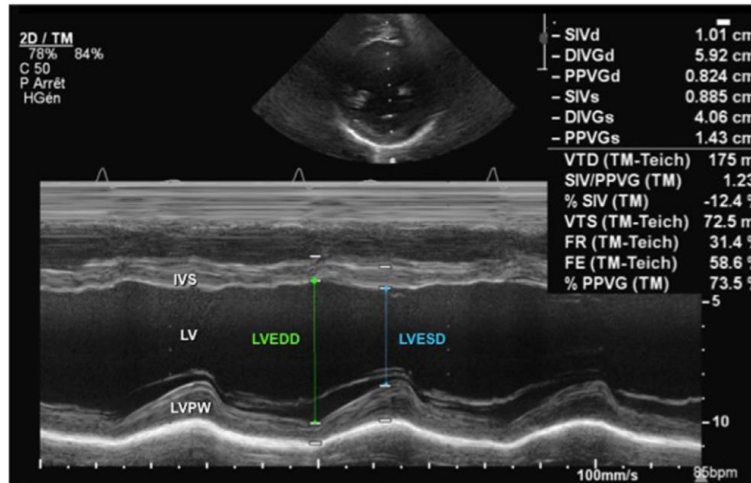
Échographie 2D en mode TM en coupe parasternale petit axe incidence transventriculaire montrant les cavités du ventricule gauche en fonction du cycle cardiaque.
